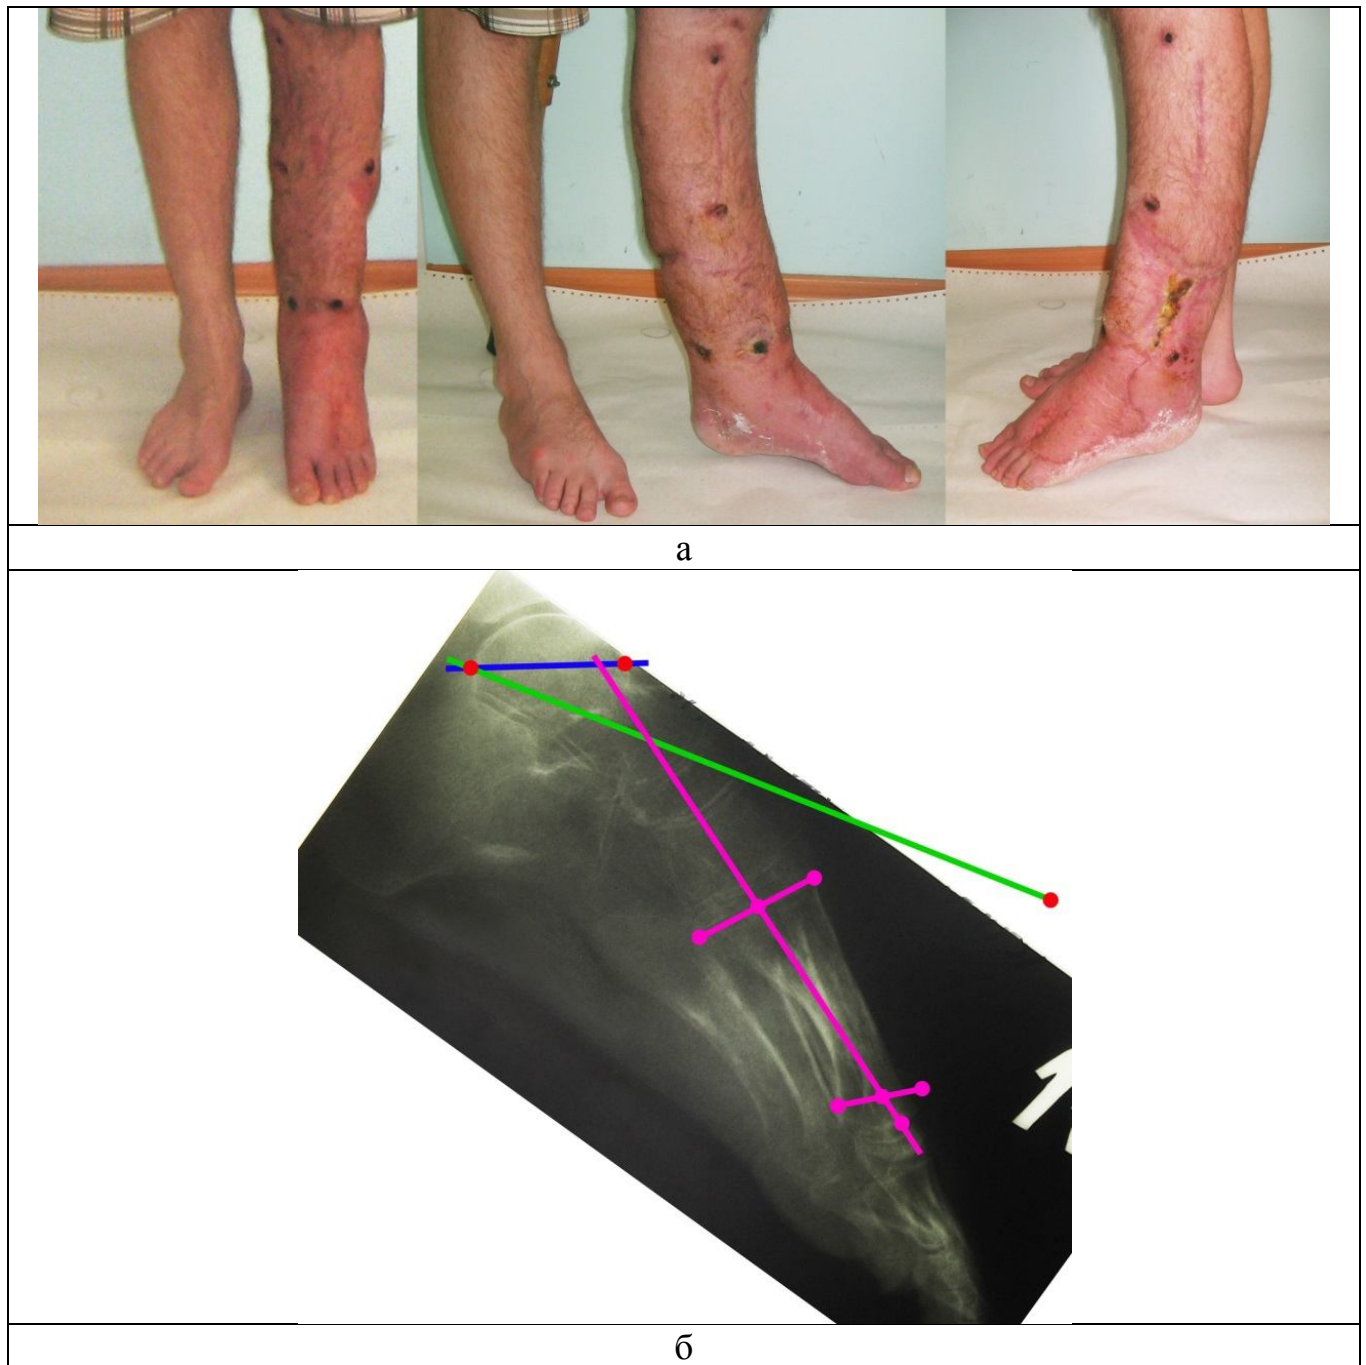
Пациент П. до операции: а – внешний вид; б – рентгенограмма стопы в боковой проекции с обозначением МЛСУ
